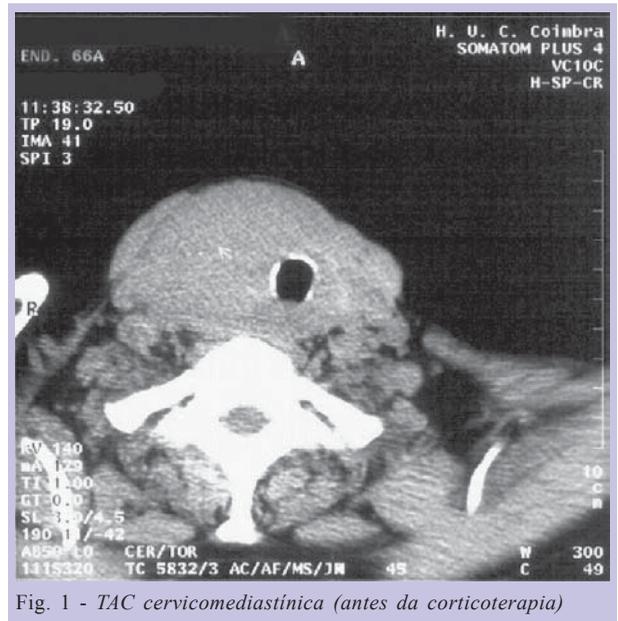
TAC cervicomedíastínica (antes da corticoterapia)
